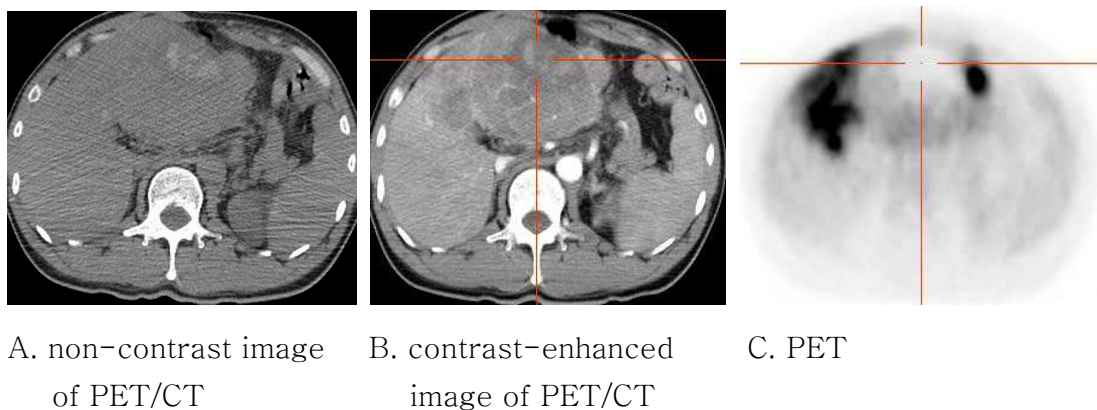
Multinodular HCC (>5 cm) revealed increased conspicuity on CECT portion of PET/CT.
